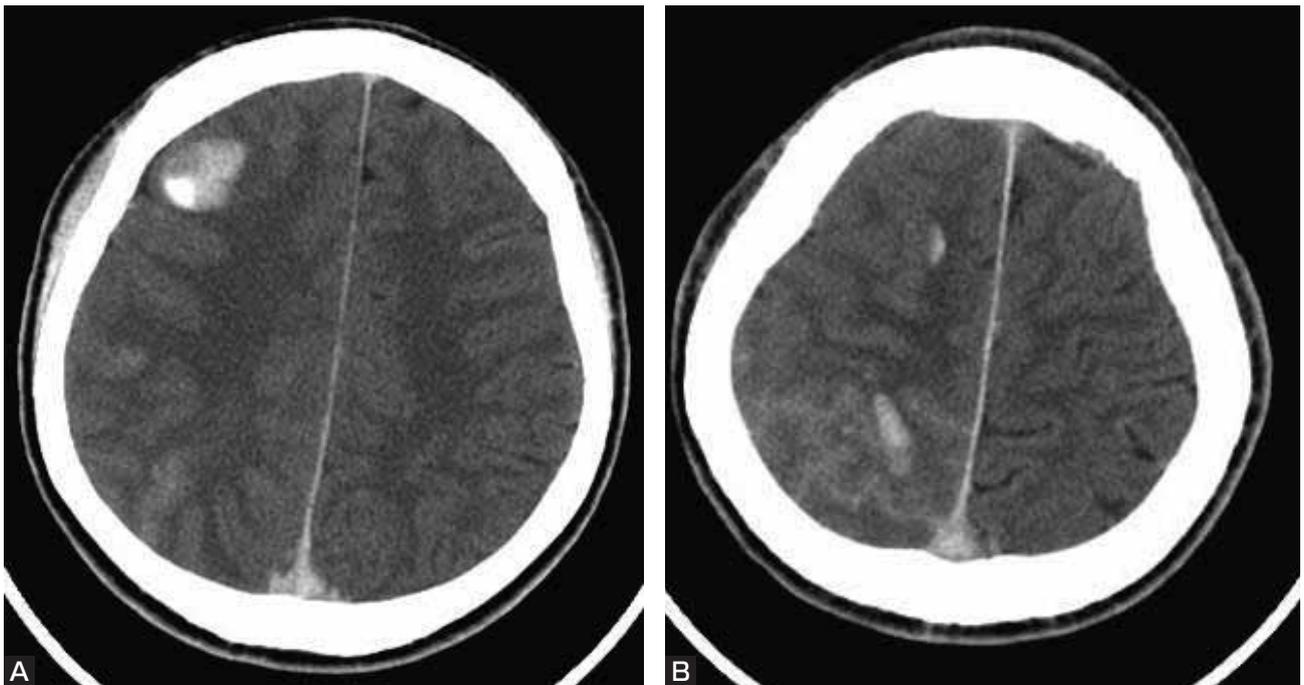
Postoperative head CT scans show multiple intracerebral hematomas and subarachnoid hemorrhage (A, B).
